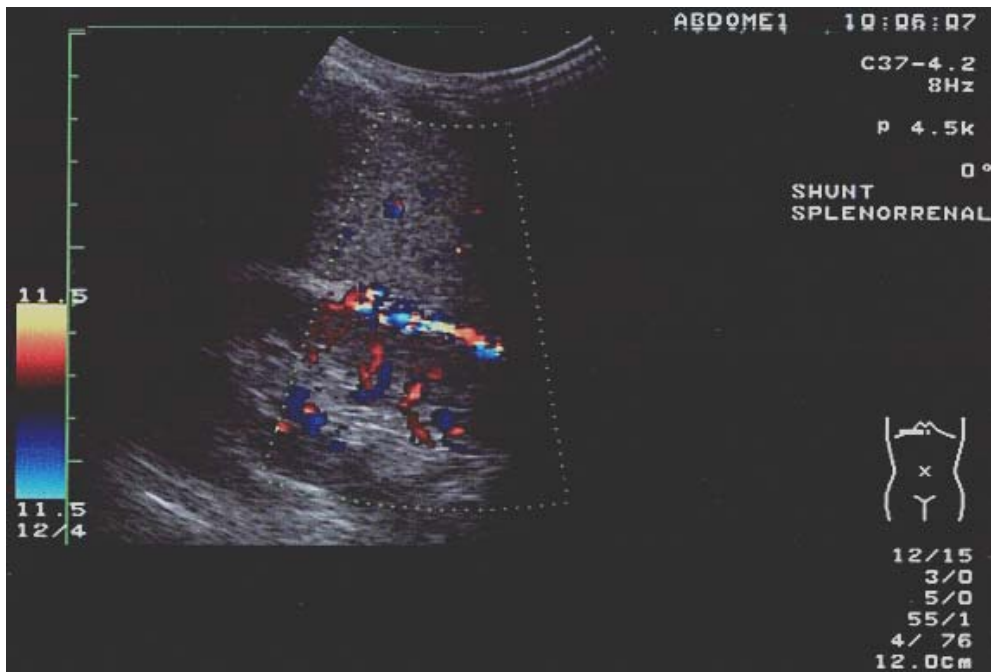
Shunt* espleno-renal evidenciado pelo *doppler* a cores.
